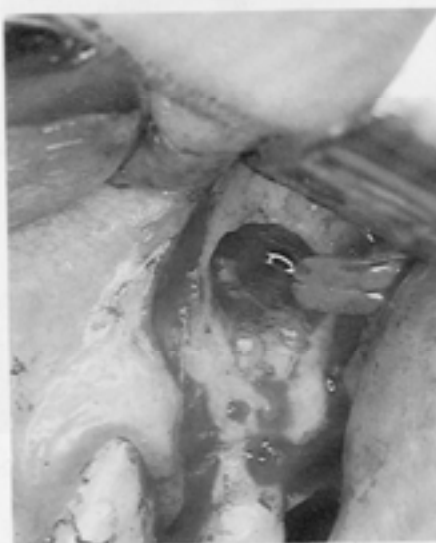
La patologia periapicale presentata e la sintomatologia denunciata dal paziente non erano dovute all'eccesso di otturazione canalare quanto alla sua incompletezza e all'"oblio" di una seconda radice vestibolare.
